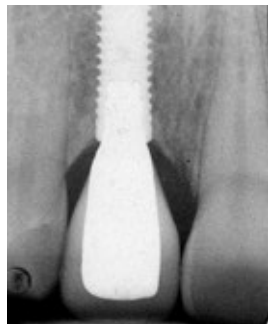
Röntgenaufnahme der definitiven Versorgung
